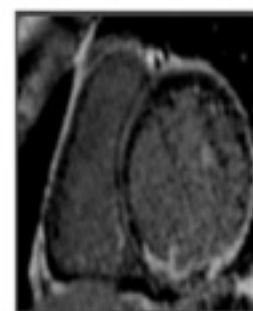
MRI showing left ventricular (LV) dilation, transmural extent of delayed enhancement (DE) in the inferior basal wall, subepicardial DE in lateral wall, and a persistence of intramyocardial DE in the interventricular septum, suggesting worsening disease progression
